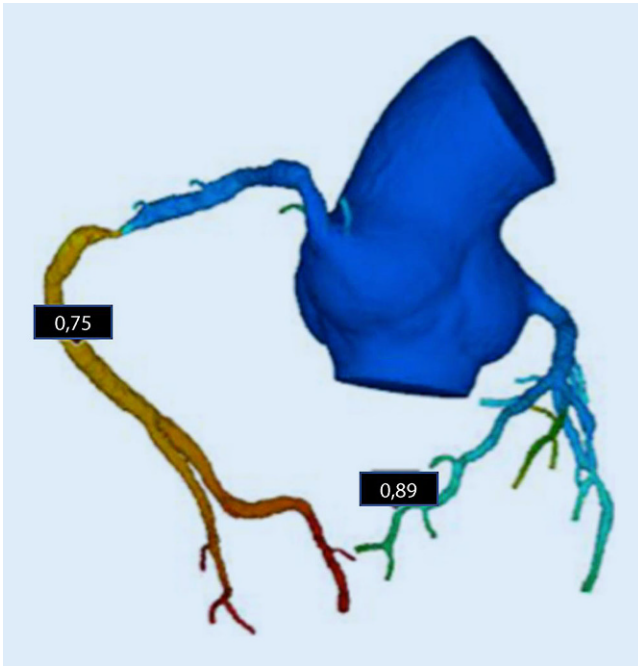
◀ FFR_{CT} („computed tomography-derived fractional flow reserve“-Koronarbaum eines Patienten mit morphologisch schwerer Stenose (>90%). Die CFD („computational fluid dynamics“-basierte FFR_{CT} -Bestimmung (HeartFlow®) 10–20 mm distal der Stenose ergibt einen Wert von 0,75 (Norm: >0,80)
